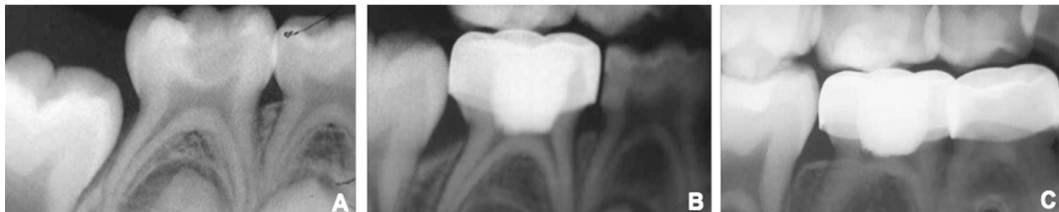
Molar pulpotomizado con sulfato férrico. A) radiografía inicial B) a los 10 meses del tratamiento con ligera calcificación de los canales mesial y distal C) a los 30 meses del tratamiento con evidente metamorfosis cálcica de ambos canales.
